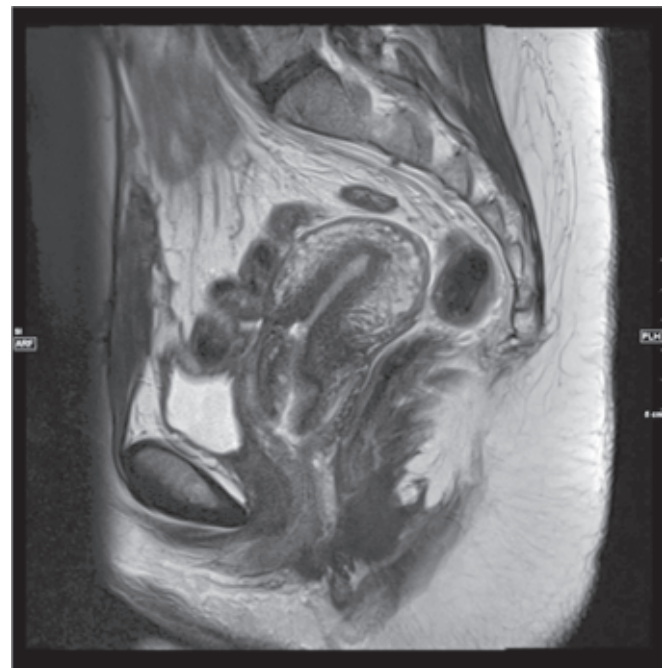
MRI nach erfolgreicher Reoperation (Minilap) Pat. 6 Monate später erfolgreich schwanger.
